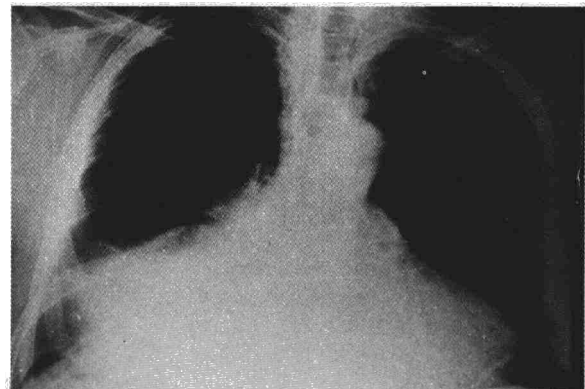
Radiografía de tórax mostrando gran masa intratorácica situada en la base derecha.
